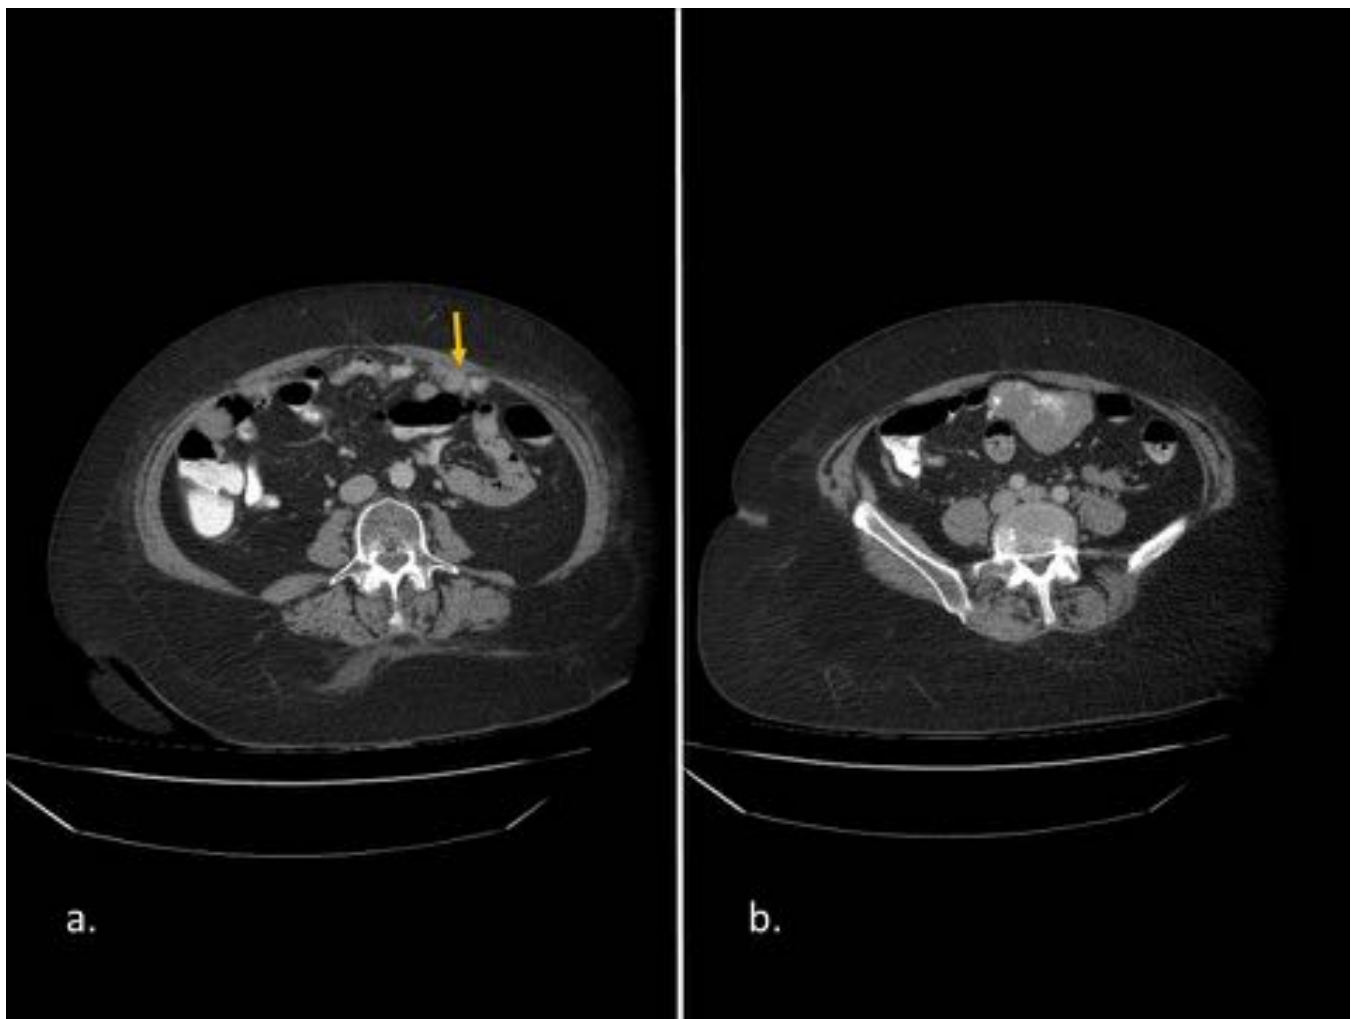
Implantes en epiplón mayor de Ca de ovario operado en mujer de 68 años. Imágenes de TC axial con contraste iv. (a) Se identifican varios nódulos de densidad partes blandas en epiplón mayor (flecha amarilla) (b) Imagen unos centímetros caudal a (a) donde se observa como aumentan de tamaño los nódulos en epiplon formando conglomerados tumorales. Nótese las calcificaciones groseras en interior, muy típicas en tumores primarios de ovario.
